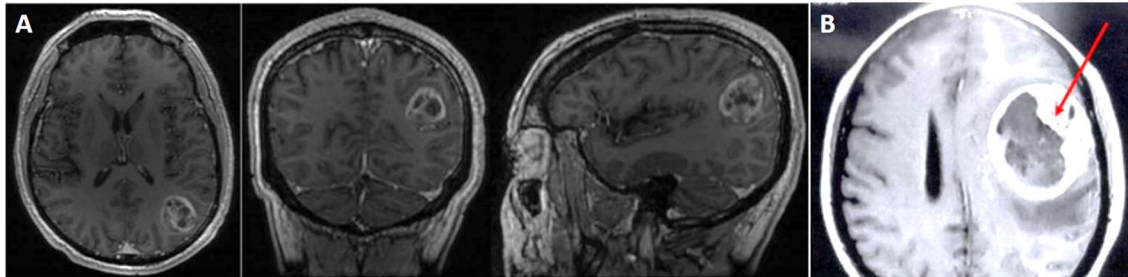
Imágenes de un GBM obtenidas mediante resonancia magnética. En la figura A se muestra el mismo tumor desde los diferentes planos cerebrales (horizontal, coronal y sagital), esta imagen está realizada sin medio de contraste. En la imagen B se observa también un GBM, en este caso la resonancia magnética se realizó con medio de contraste [97].
